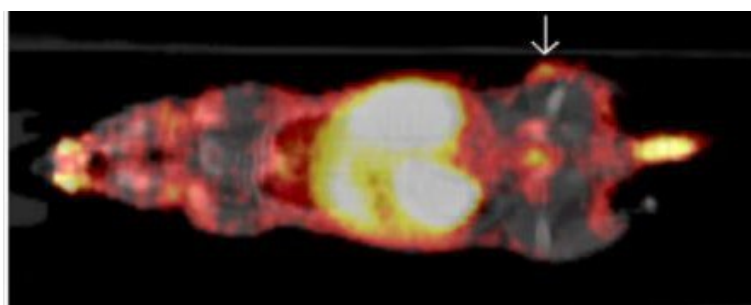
Snímek myši (CAnN.Cg-Foxn1nu/Crl)  $\mu$ SPECT/CT 1 h od aplikace hR3-NCS-DOTA-Lu-177
